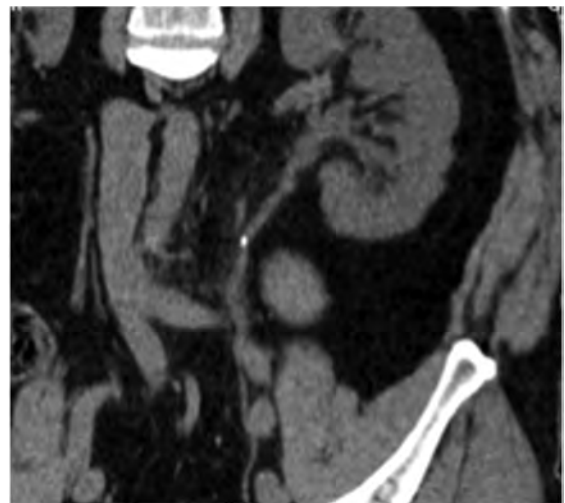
Б-й К., 50 лет. МКБ, камень в среднем отделе левого мочеточника, не нарушающий уродинамику. МСКТ, мультипланарная реконструкция, фронтальная плоскость: камень 3х5 мм в с/3 левого мочеточника не нарушающий уродинамику.
